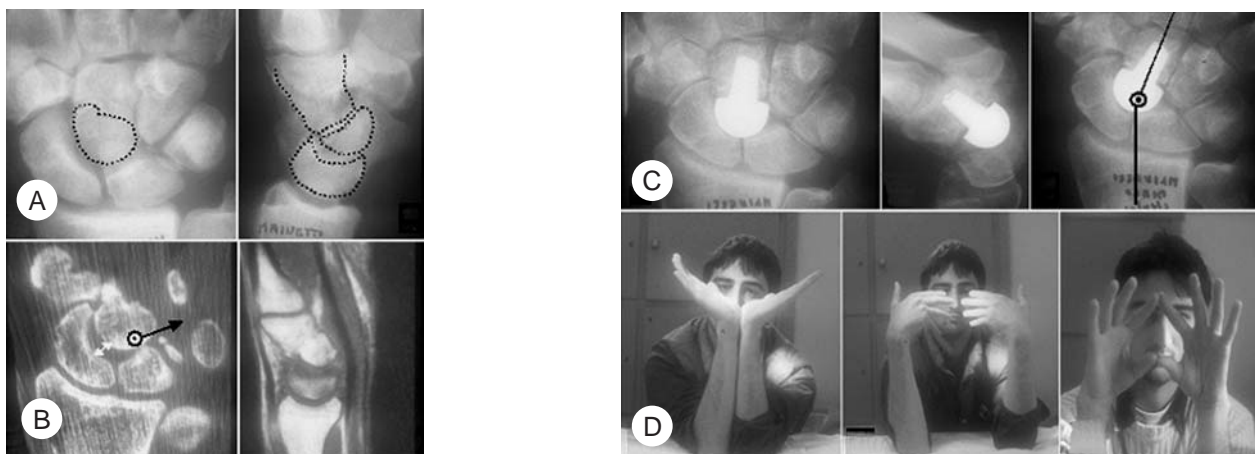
Caso n° 10. A) Malunione cefalica del capitato in esiti di frattura-lussazione, a dx. In A e B, ad 11 mesi dal trauma iniziale si evidenzia la malconsolidazione cefalica del capitato. In B le immagini della RMN dimostrano la sconnessione della Coxa Manus con sub-lussazione della testa del capitato e dislocazione del centro di rotazione All'esame obiettivo severa rigidità algo-meccanica. C) Il controllo radiografico statico e dinamico a 15 mesi dalla RCM (nella variante sostituzione protesica della testa del capitato) documenta il riassetto del centro di rotazione con totale ripristino della cinematica carpale. D) Il corrispettivo clinico presenta il totale recupero dell'articolarietà.
